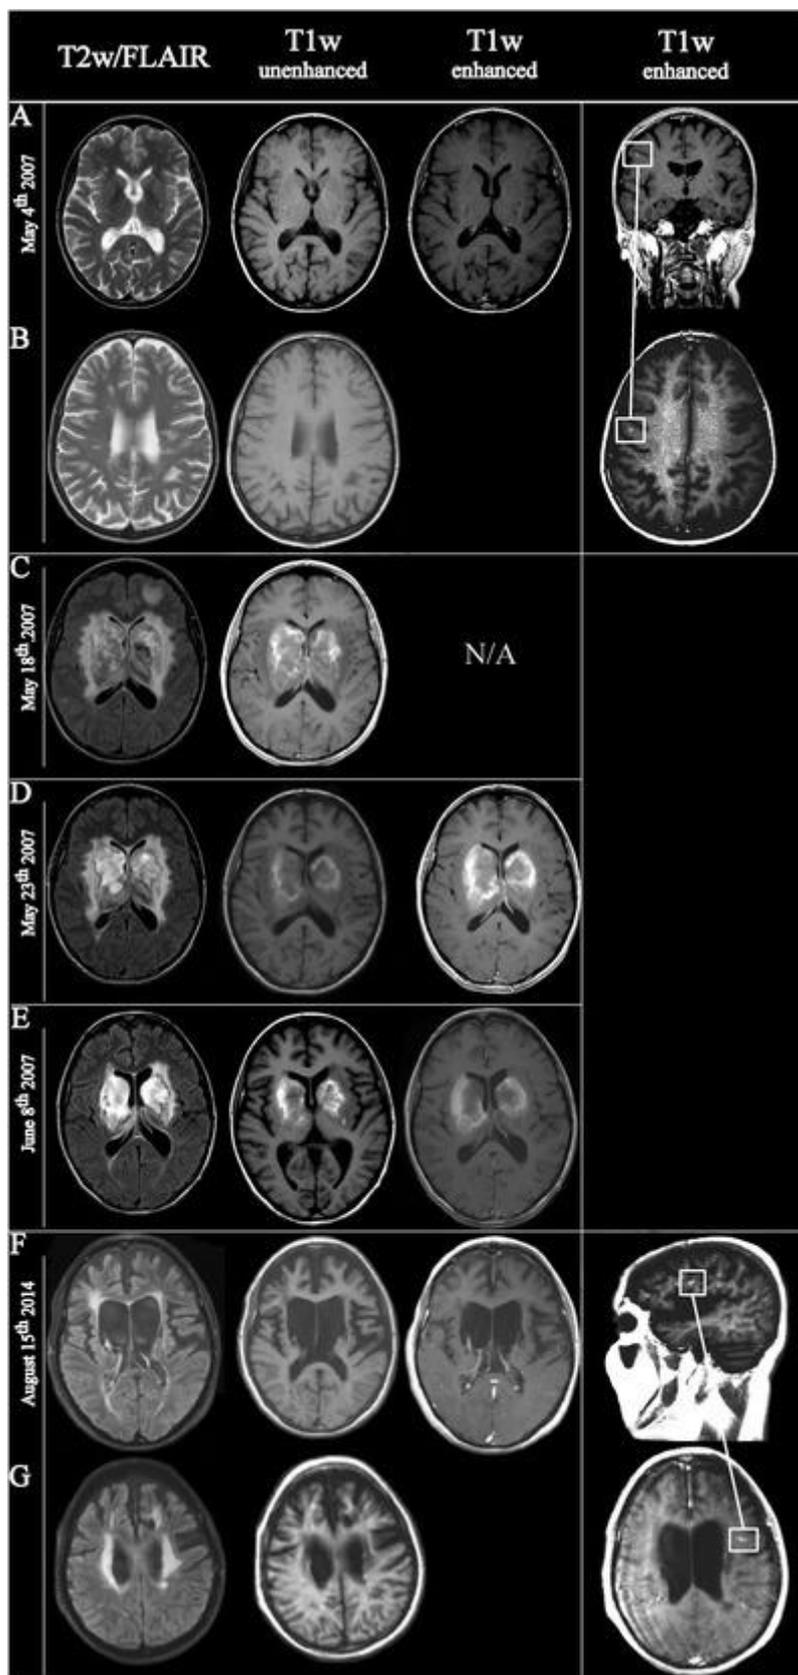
Вариант МРТ при остром рассеянном энцефаломиелите.
